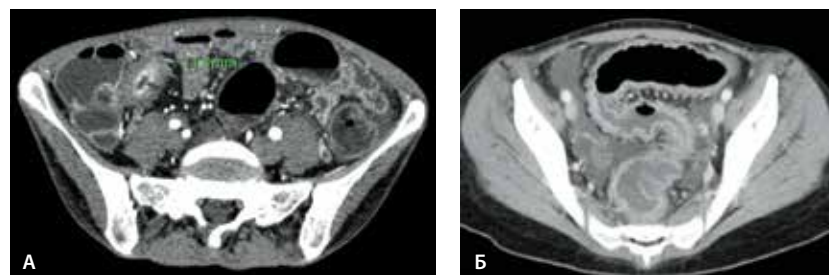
Компьютерно-томографическая ангиография, аксиальные срезы, венозная фаза контрастного усиления: А – болезнь Крона, утолщение стенки терминального отдела подвздошной кишки до 11 мм, слоистый паттерн; Б – язвенный колит, поражение сигмовидной кишки, утолщение стенки до 7 мм, трансмуральный паттерн
